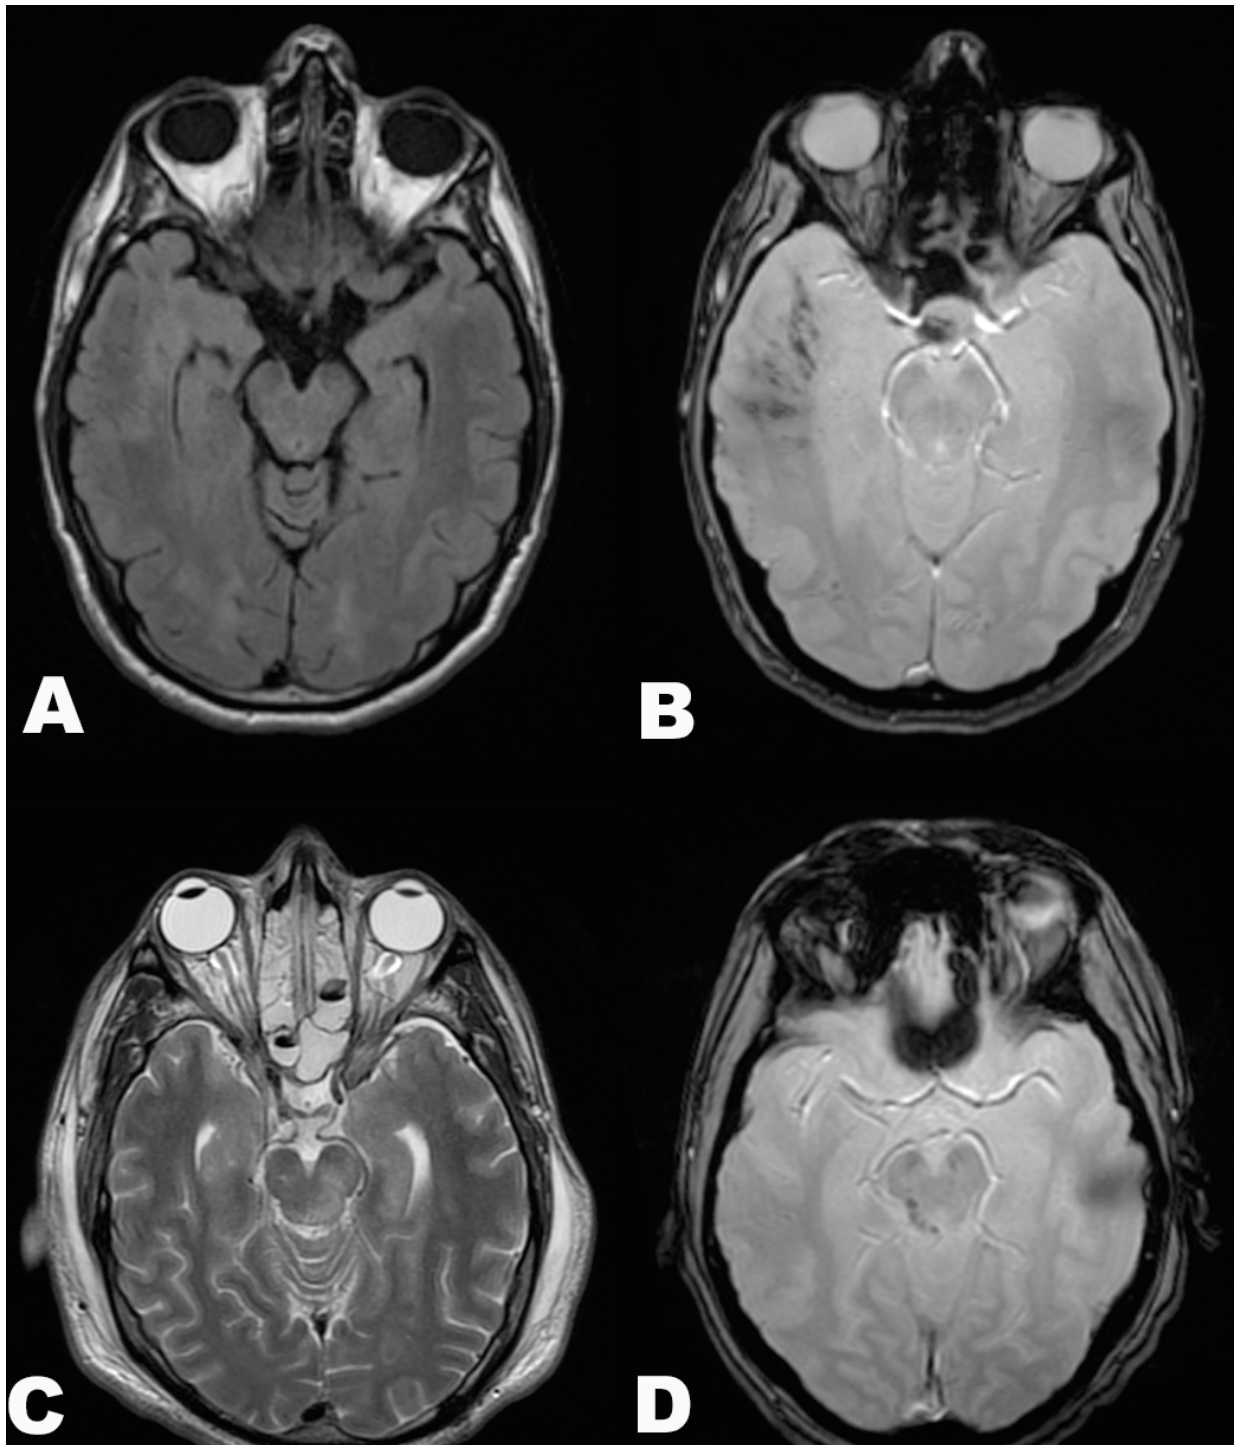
Ejemplos de lesión axonal difusa en varios pacientes. LAD a nivel subcortical en A y B. A: axial FLAIR donde no se observa lesión. B: axial eco de gradiente donde se visualizan las lesiones al ser hemorrágicas. C: Axial T2 con una lesión hiperintensa dorsal a nivel de mesencéfalo no hemorrágica. D: Axial eco de gradiente con LAD dorsal hemorrágica en mesencéfalo.
